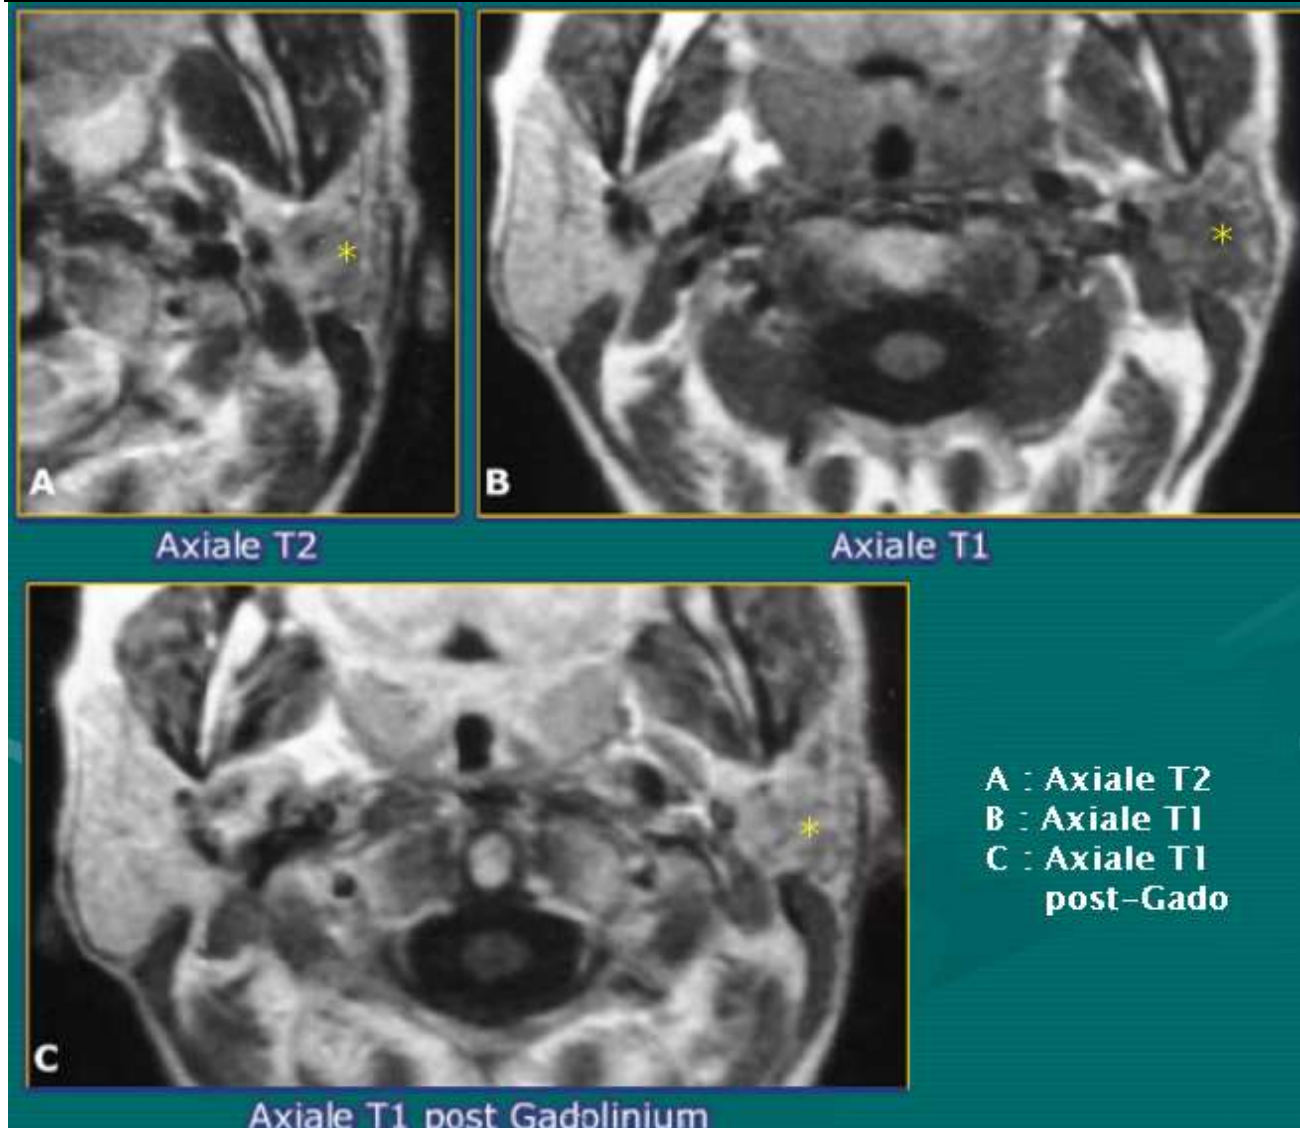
IRM parotidienne (coupes axiales) montrant une masse en T1 et T2.
